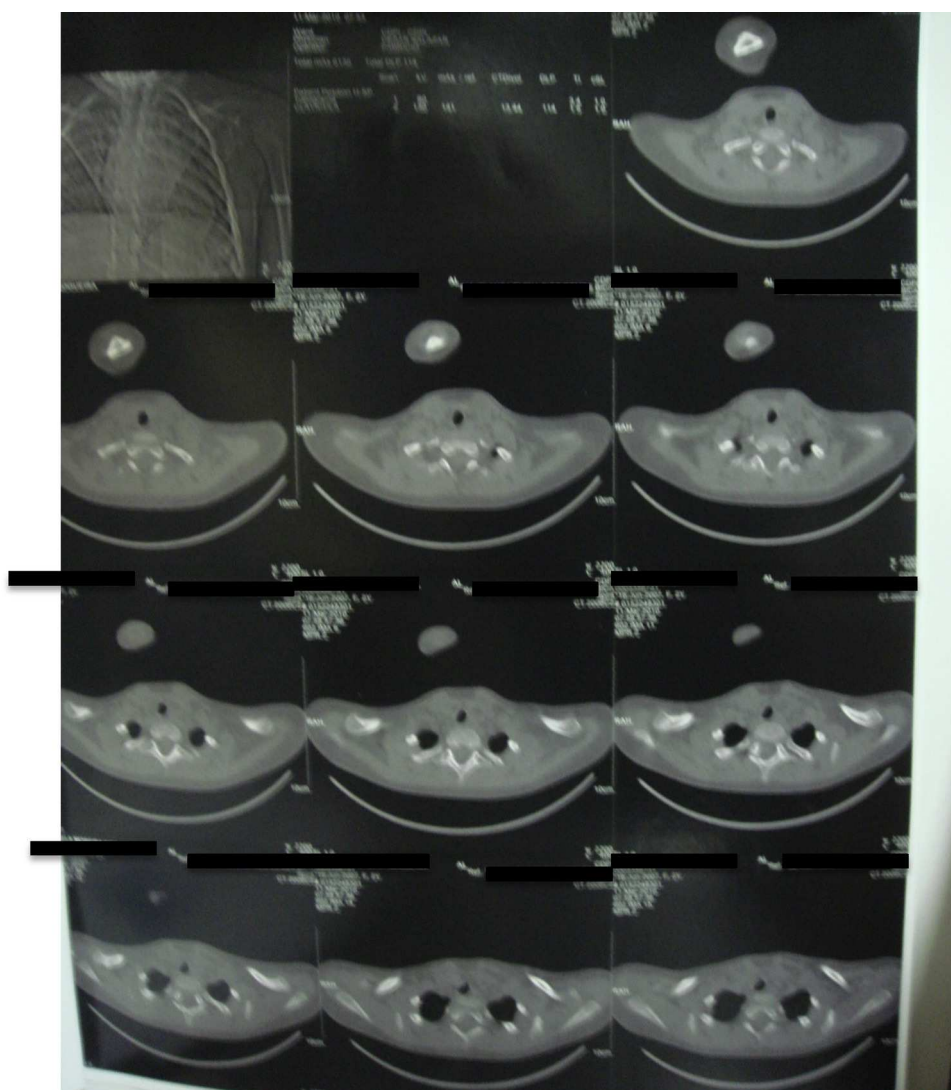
Tomografía de las clavículas mostrando irregularidades en la epífisis proximal de la clavícula izquierda.
